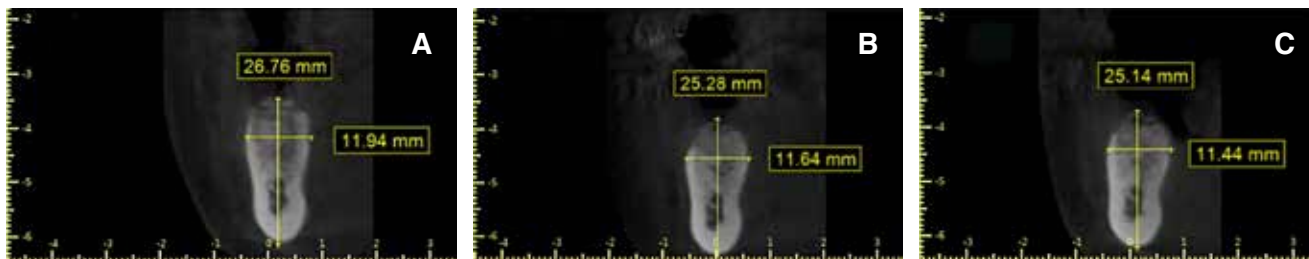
PRA #3.6 en CBCT: A) día 1; B) mes 6; C) mes 9.
